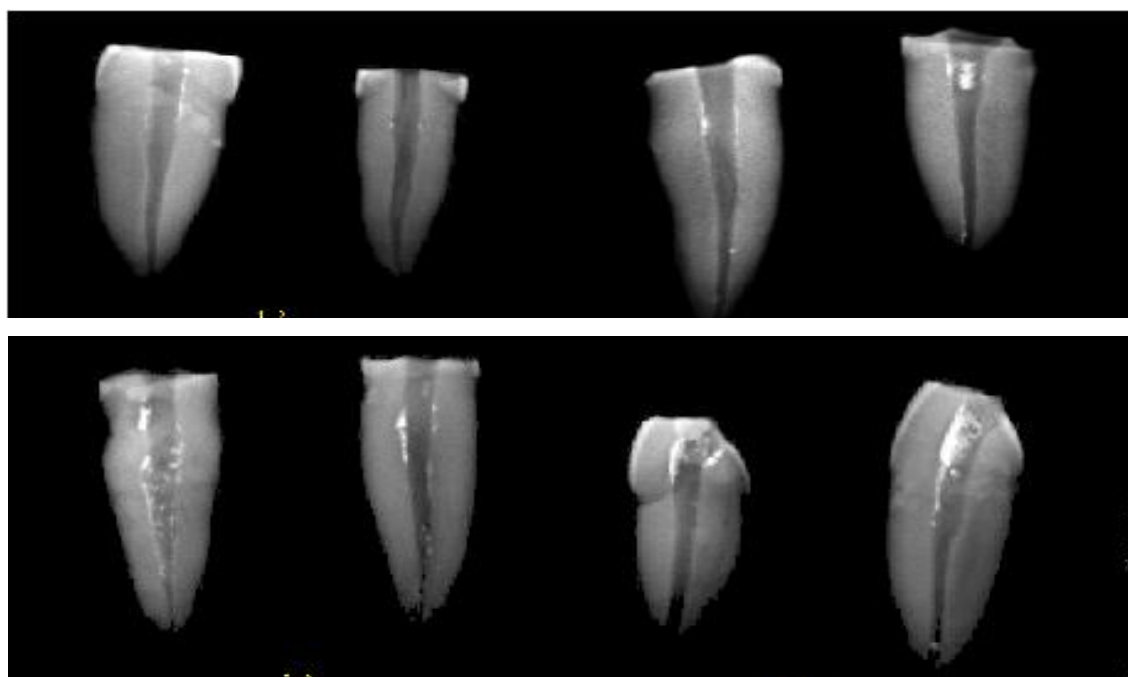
Radiografias finais dos dentes em que foi usado o sistema de instrumentação manual
